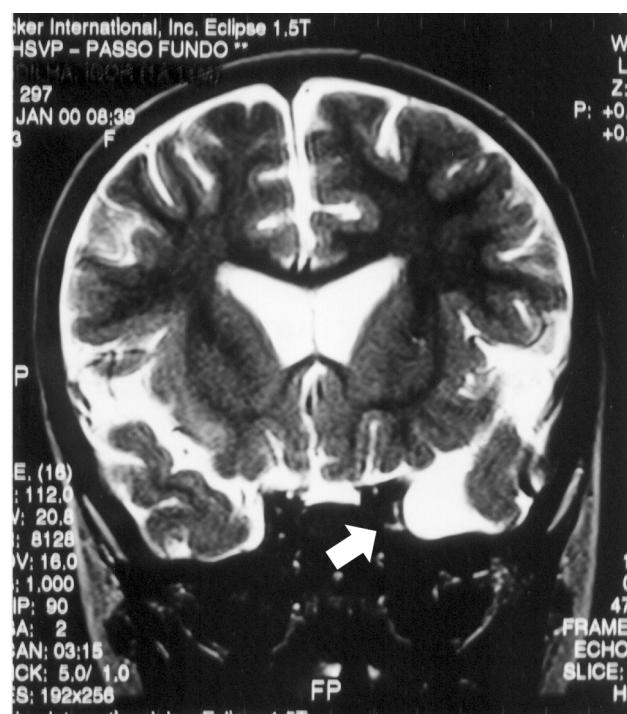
Ressonância nuclear magnética evidenciando cisto aracnóideo em região temporal anterior esquerda
